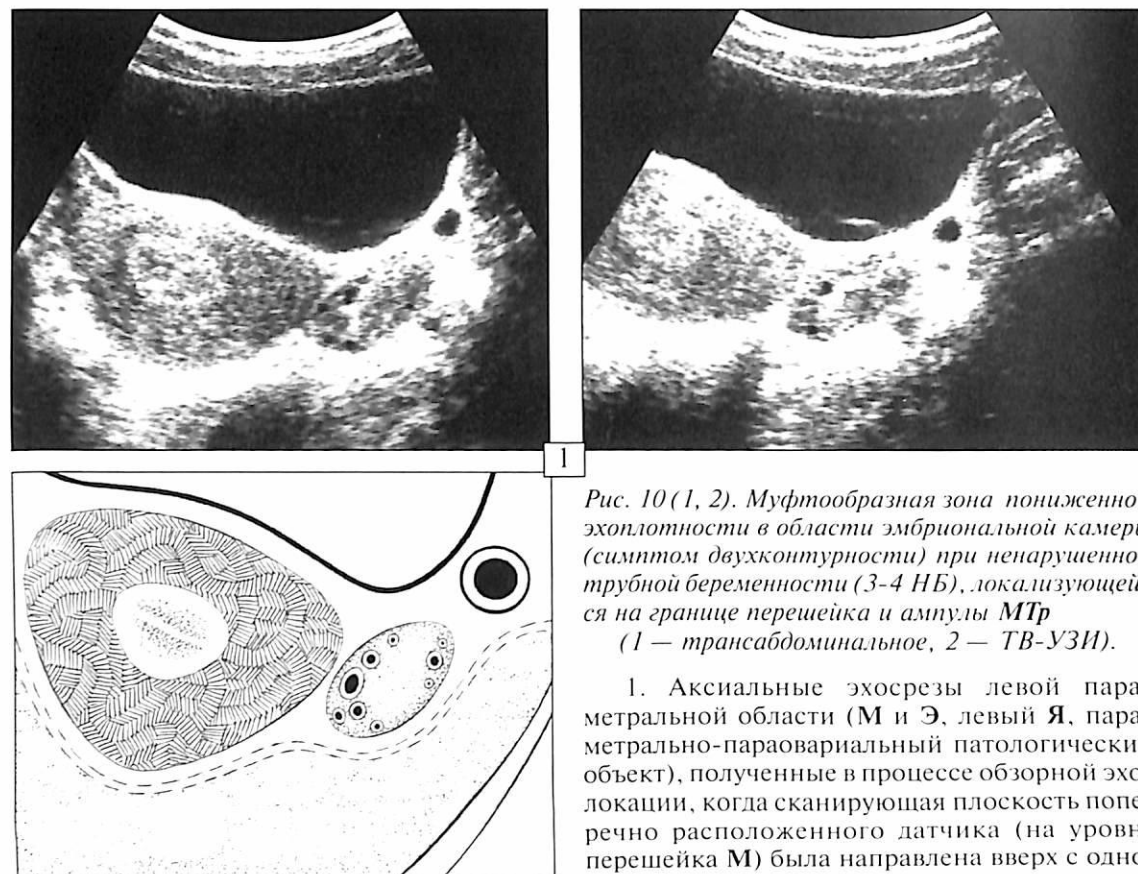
(1, 2). Муфтообразная зона пониженной эхоплотности в области эмбриональной камеры (симптом двухконтурности) при ненарушенной трубной беременности (3-4 НБ), локализующейся на границе перешейка и ампулы МТр (1 — трансбdomинальное, 2 — ТВ-УЗИ).
